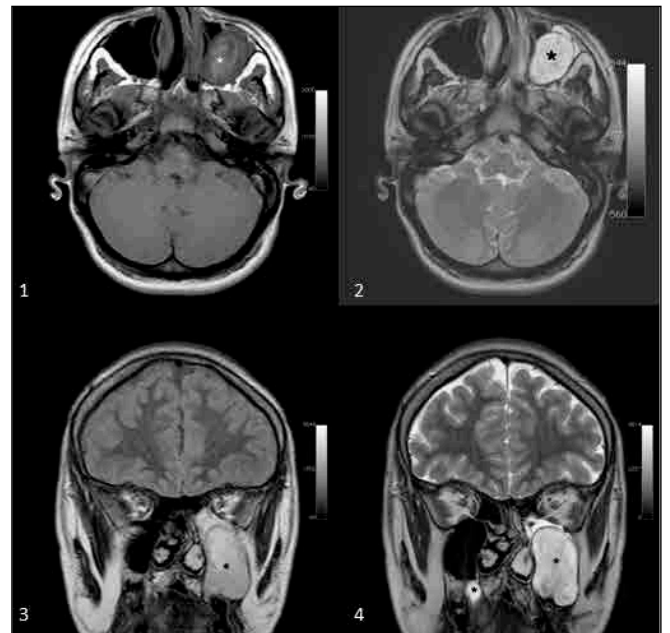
Figure C 1,2,3,4. Bilateral odontogenic keratocysts (asterisk) in axial T1 (1), axial T2 (2), coronal FLAIR (3) and coronal T2 (4) sequences. Cysts are located on the alveolar process of maxillary bone. The cyst on the left side protrudes and almost fills the lumen of left maxillary sinus.
